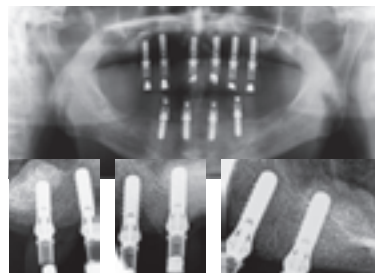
荷重後8週後のパノラマと口内法X線写真。骨吸収は認めない。
